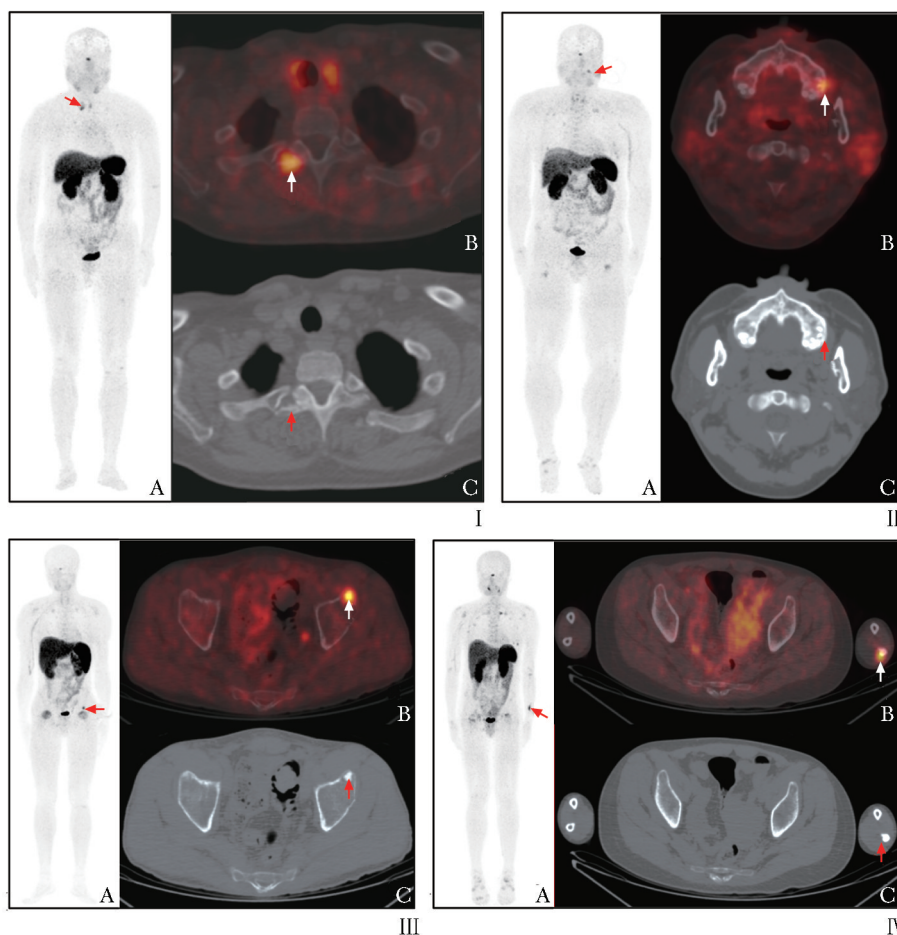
致病肿瘤位于 4 个不同部位 TIO 患者的⁶⁸Ga-DOTATATE PET/CT 表现
